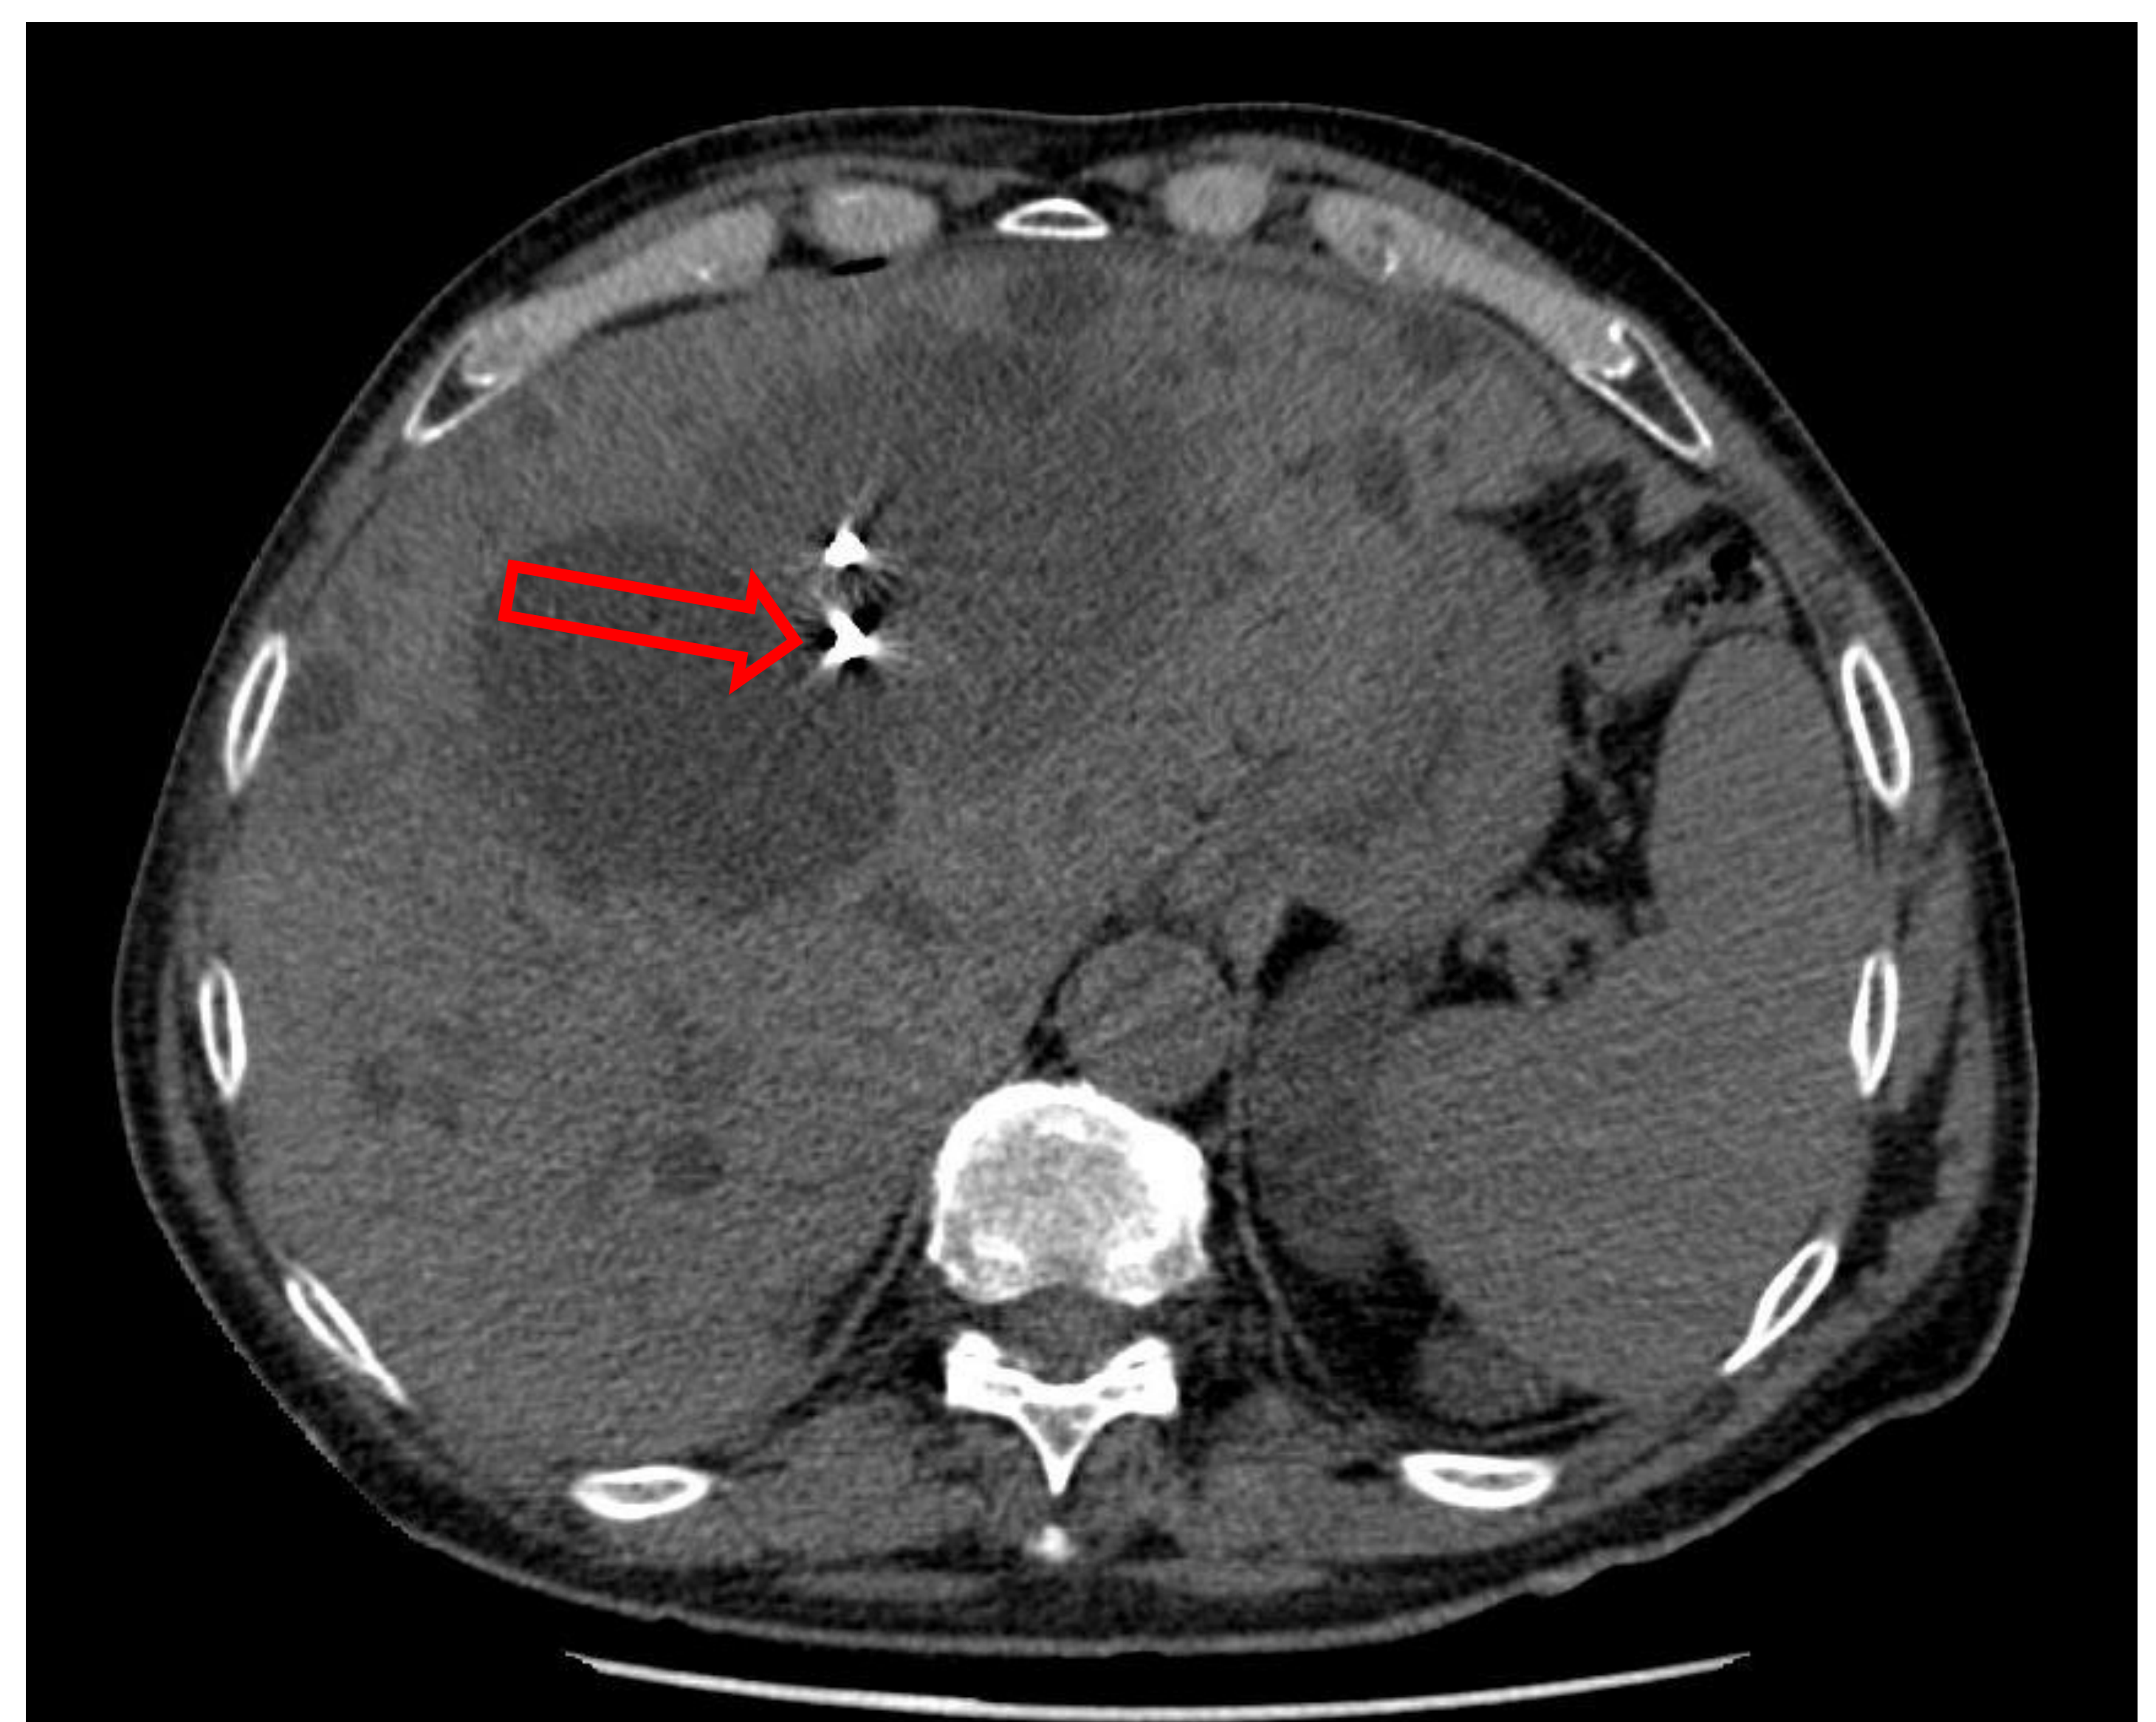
Imagen axial de TC sin CIV, una vez localizado el punto de punción se limpia la zona, se coloca anestesia local y posteriormente se realiza la punción del quiste a tratar. En la imagen se ve la punta de la aguja localizada en el interior del quiste (flecha).
